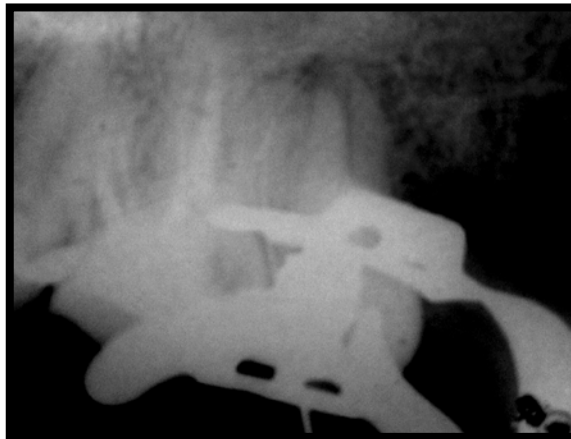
Radiografia onde se observa o transpasse do instrumento fraturado no canal mésio-vestibular do dente 27.
